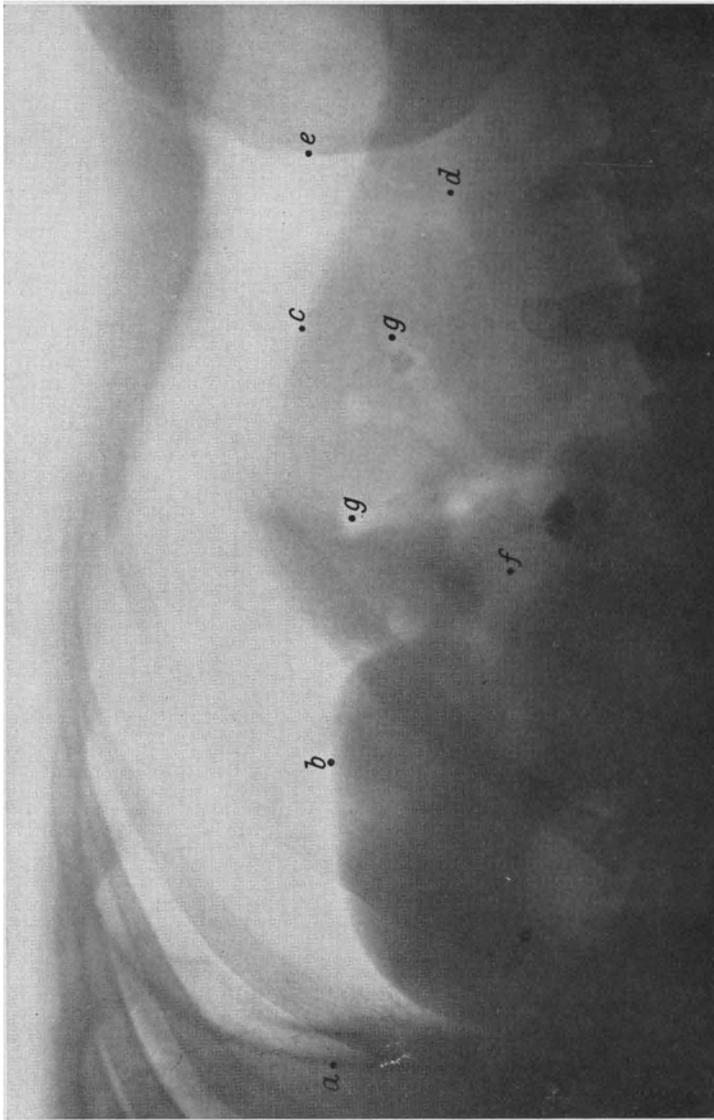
Pneumoperitoneum + Pneumopyelon. Linke Niere in Seitenlage, Nephrektasie, Nierenpapillen abgeplattet. *a* linkes Zwerchfell, *b* Milz, *c* linke Niere, *d* Ileospoas, *e* Beckenschaukel, *f* gasgefülltes Nierenbecken mit größerem Stein, der bereits bei der gewöhnlichen Röntgenaufnahme sichtbar war; *g* gasgefüllte Calices minores, im untersten ein kleiner Uratstein, welcher zuvor nicht sichtbar war. (Nach Götze.)
